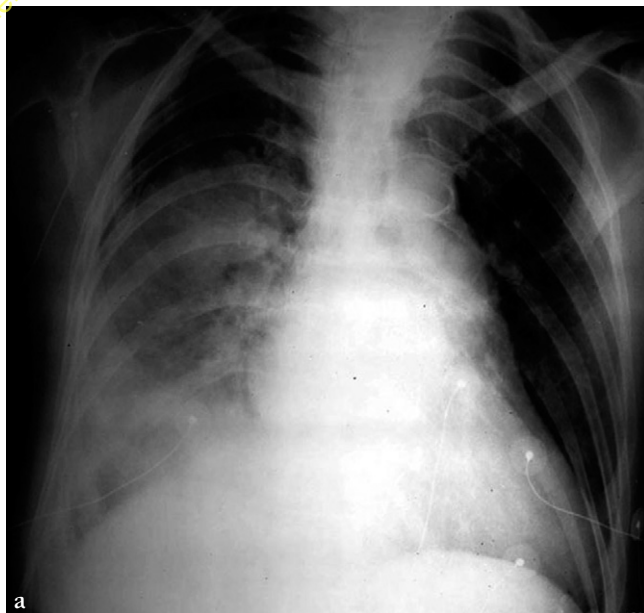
(a) Radiographie thoracique de face.
